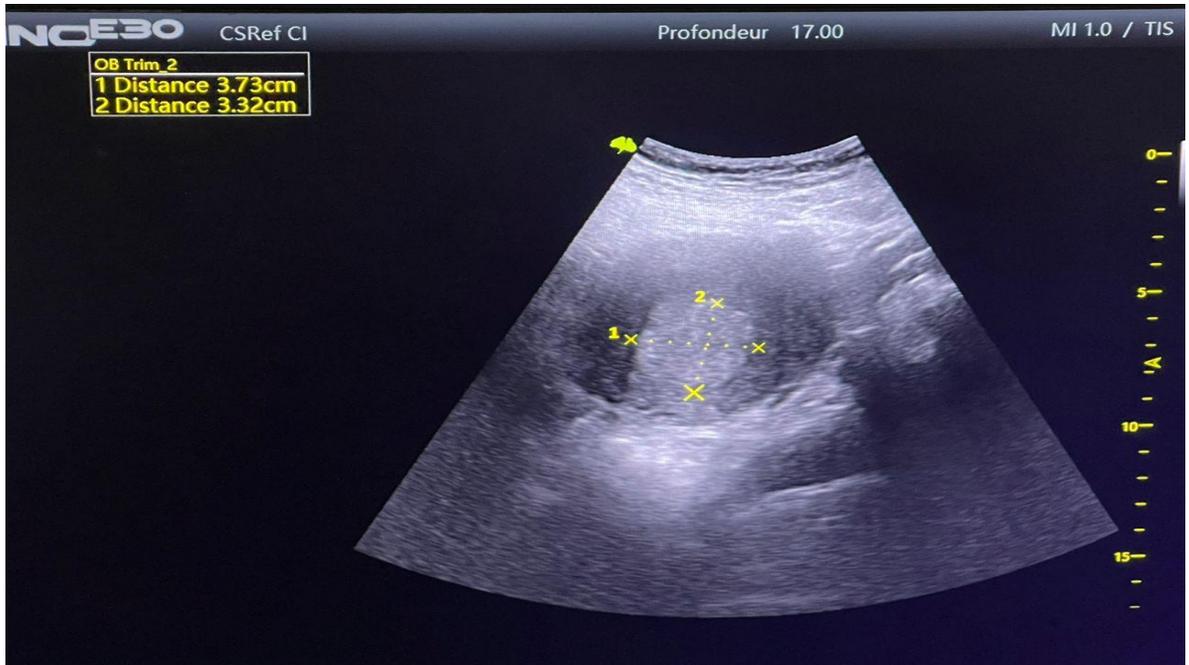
L'échographie réalisée met en évidence une image intra-utérine hyperéchogène, hétérogène mesurant 37 x 32 mm soit un volume de 07 ml correspondant à un avortement incomplet.
